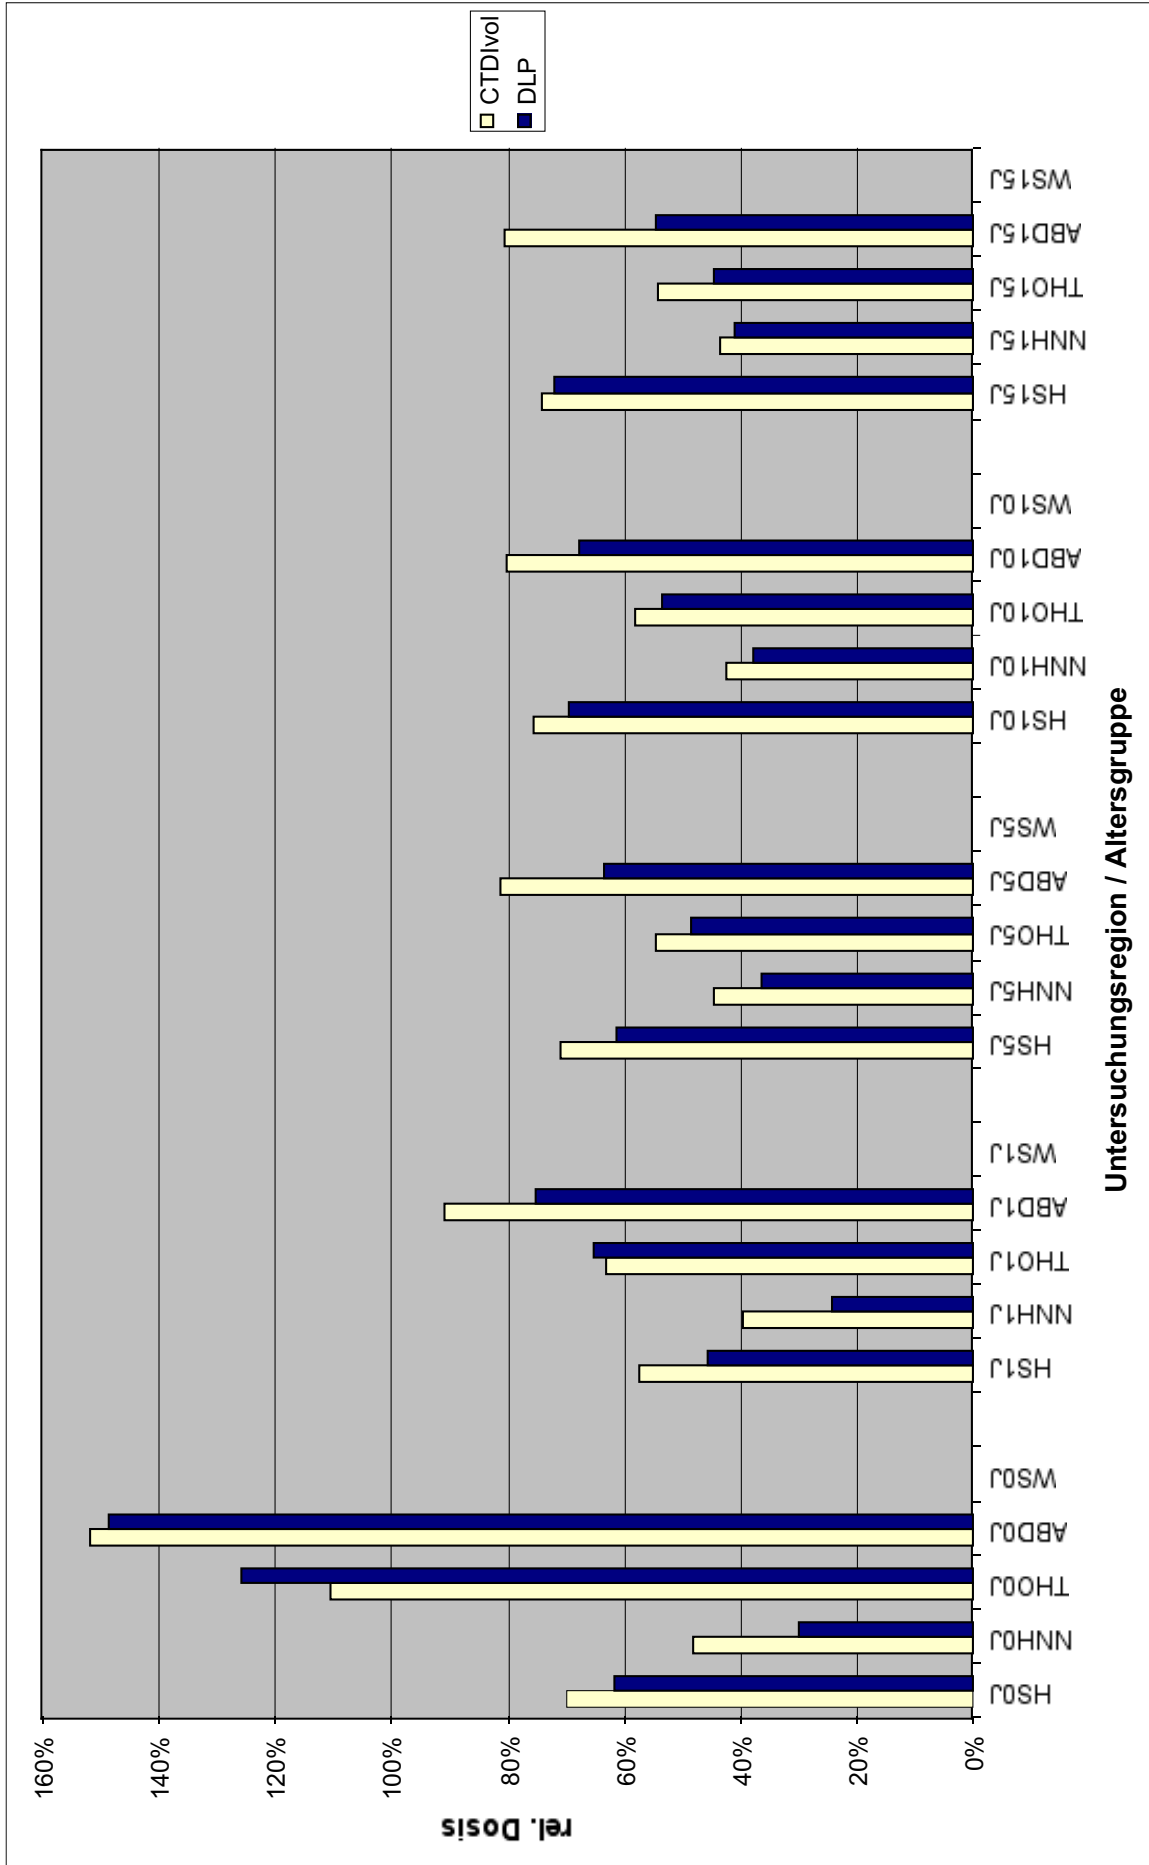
Darstellung der relativen Dosiswerte in den beiden Größen Volumen-CTDI (CTDI_{vol}) und Dosislängenprodukt pro Untersuchung (DLP) für das in Abb. A4 gezeigte Beispiel. Das 100%-Niveau entspricht den vorgeschlagenen Referenzwerten für pädiatrische CT-Untersuchungen in der jeweiligen Untersuchungsregion und Altersgruppe.
